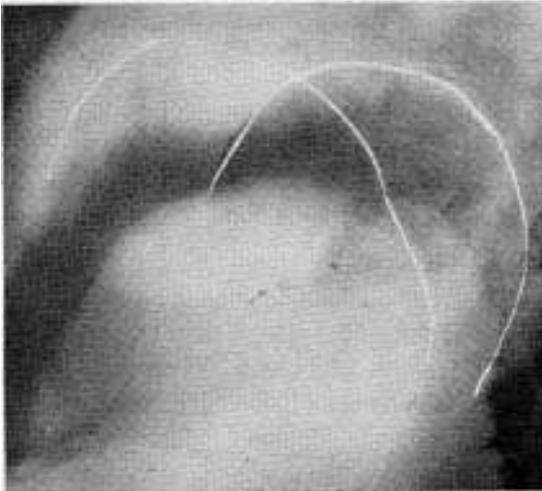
Radiografía de Derfil de diafragma. Se observa que es la porción anterior móvil del diafragma la que se eleva.
